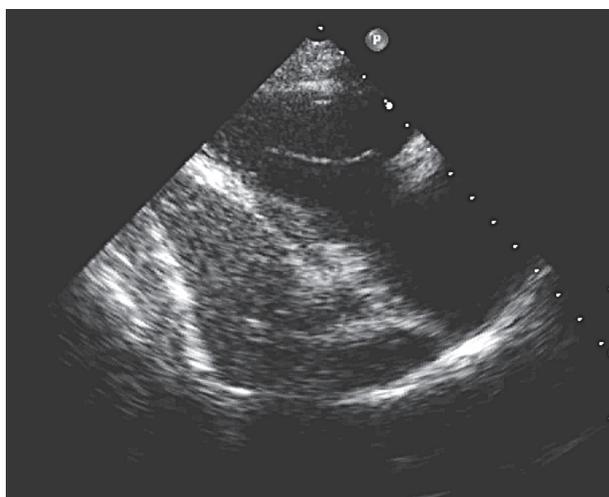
Двухмерная эхокардиография. Четырехкамерное сечение. Аномалия Эпштейна. Смещение створок трикуспидального клапана в полость правого желудочка
